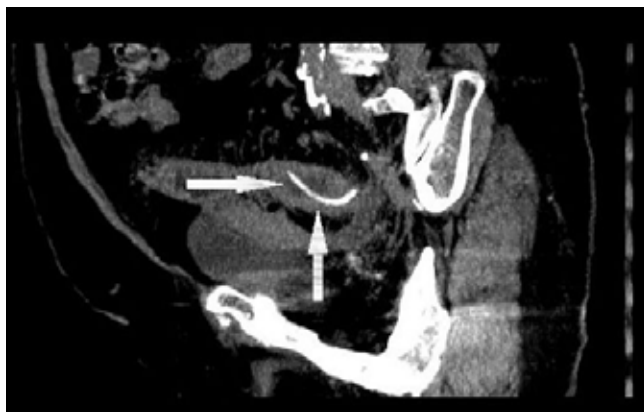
Tomografía computarizada (TC) abdominal con identificación de cuerpo extraño (hueso de pollo) que penetra la pared de colon sigma con engrosamiento de la fascia pélvica.
